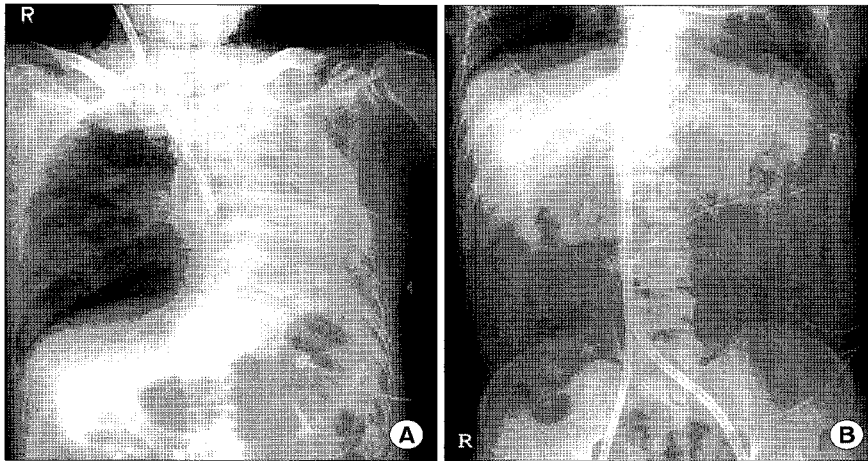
(A) Chest x-ray after veno-venous extracorporeal membrane oxygenation insertion via right jugular vein and left femoral vein. (B) Chest x-ray after veno-venous extracorporeal membrane oxygenation insertion via right femoral vein and left femoral vein.
